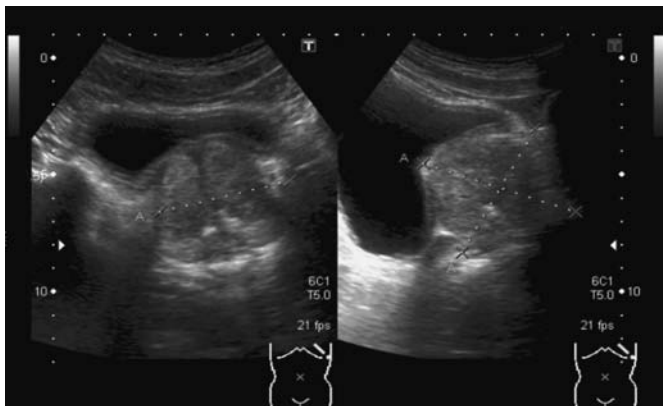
Ultrasonido transabdominal en el que se observa la próstata con un volumen de 104cc.
